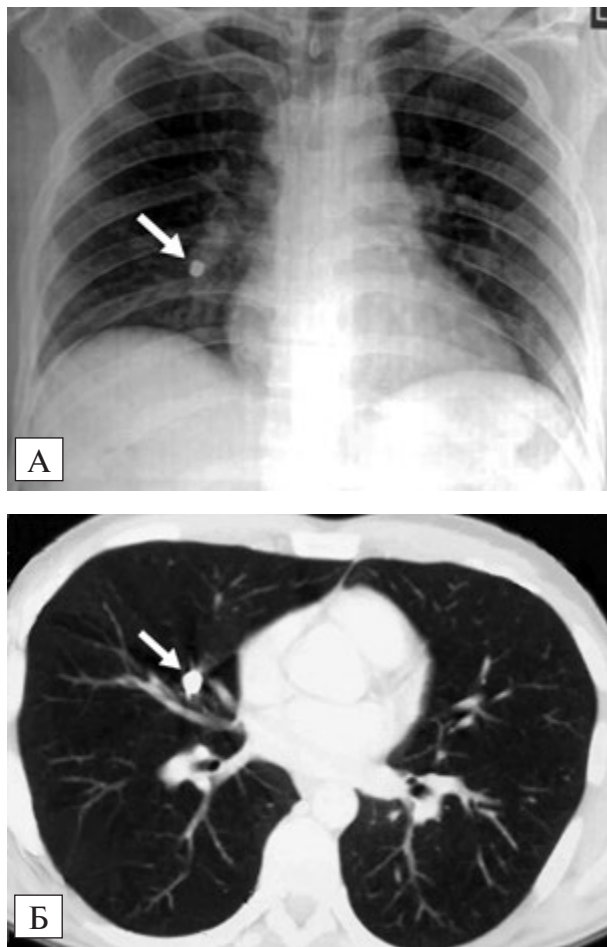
Положення осколка-ембола в правій середнедолевой легочній артерії на 63-і сутки після ранення: обзорная рентгенографія органів грудної клітки в прямій проекції (А); спіральна КТ легких з аксиальною реконструкцією зображення (Б). Стрелкою обозначено положення осколка
